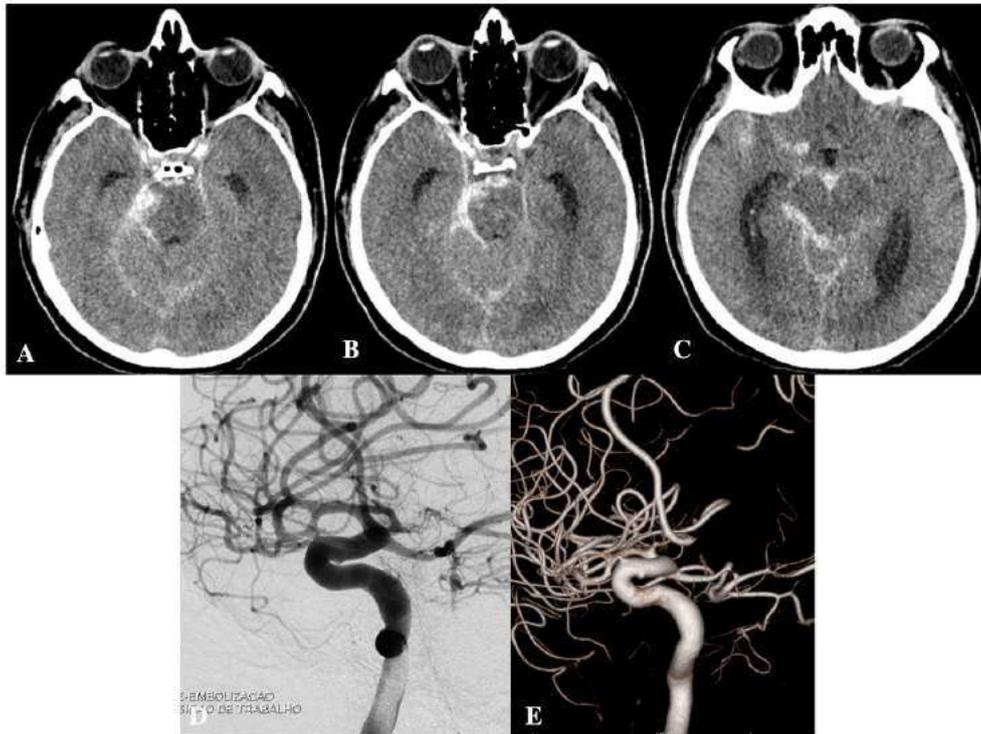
Caso ilustrativo de doente de 61 anos com cefaleia súbita de forte intensidade associada à diplopia. Na TC de crânio sem contraste, evidenciada HSA perimesencefálica predominantemente em cisterna pré-pontina e perimesencefálica a direita (A, B e C). Submetido a angioTC, sem evidências de lesões aneurismáticas, bem como ASD inicial logo após admissão. Repetida ASD após 1 semana, com achado de aneurismas *blister* de ACI supraclinoidea (D e E).
